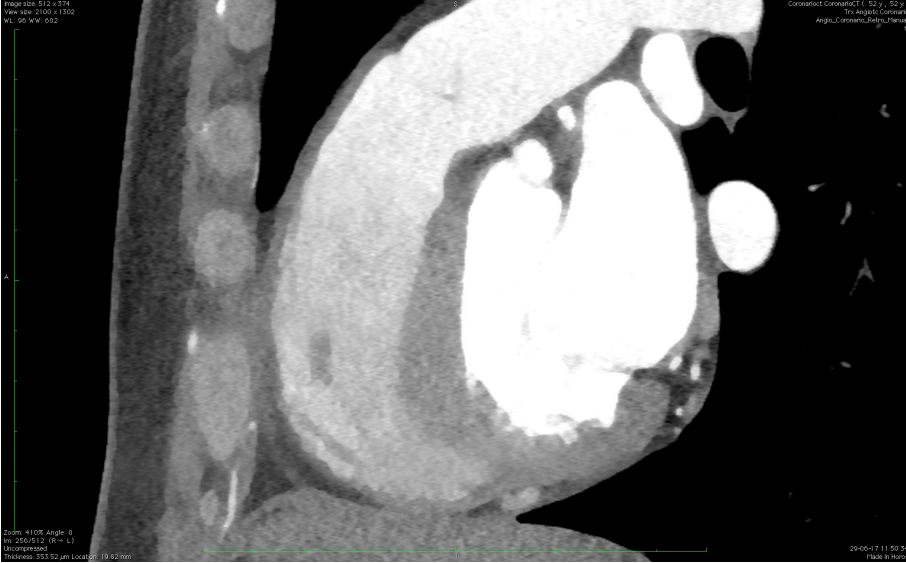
TAC en Hospital Clínico. Universidad de Chile
